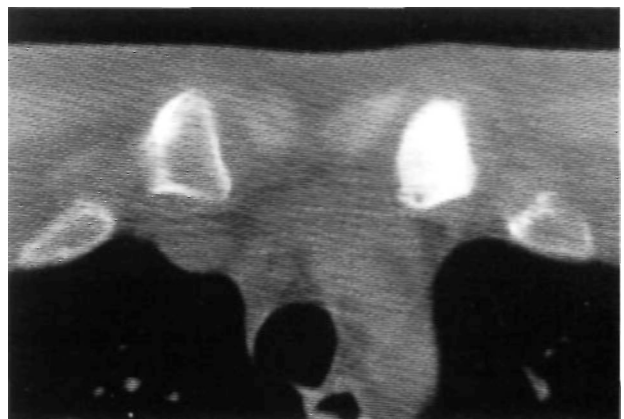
TC: Se aprecia esclerosis del extremo medial clavicular, con obliteración de la cavidad medular. No se evidencian alteraciones en la articulación estenio-clavicular.
